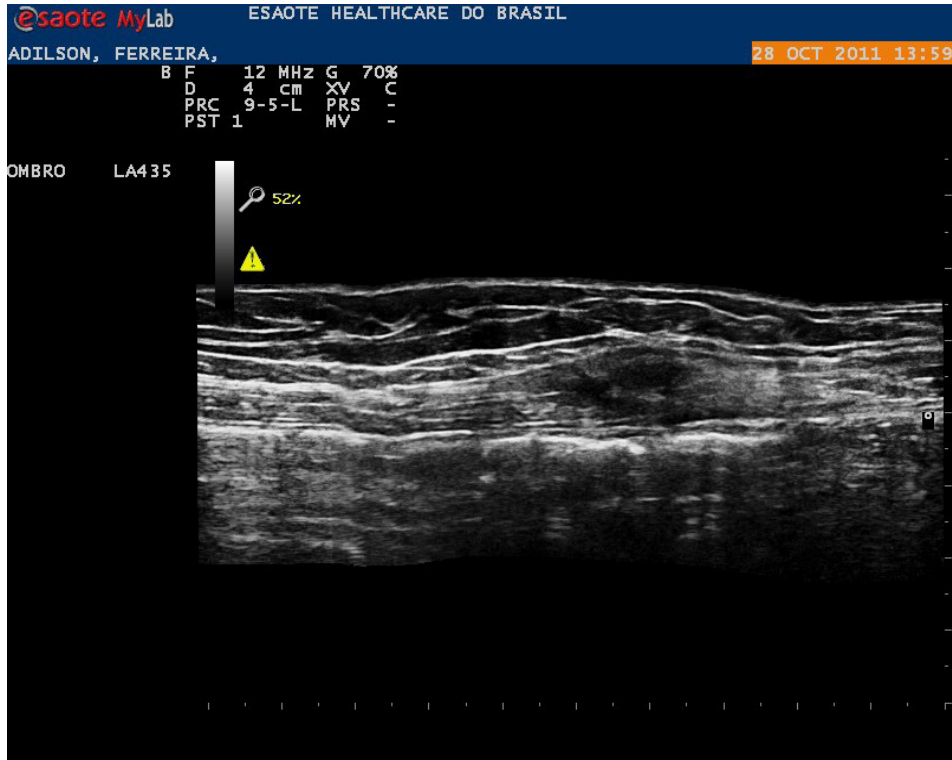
Ecografia da parede abdominal com transdutor linear de 12 MHz.
